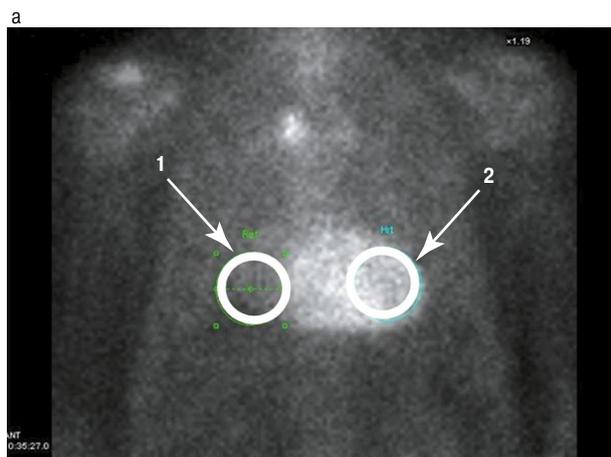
Сцинтиграфическая картина у больного с ATTRwt:
